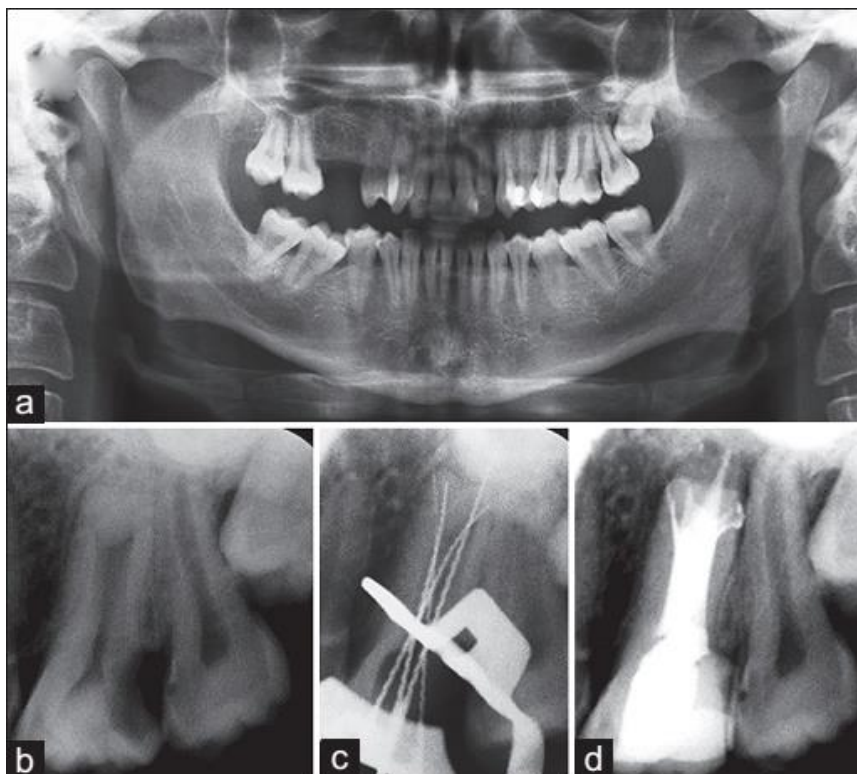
Radiographies panoramique (a) et rétroalvéolaires d'un patient possédant plusieurs dents taurodontiques (b,c,d) ; avant traitement de 26 hypertaurodontique et possédant 5 canaux (b), détermination des longueurs de travail (c), après obturation endodontique (d) (287).
